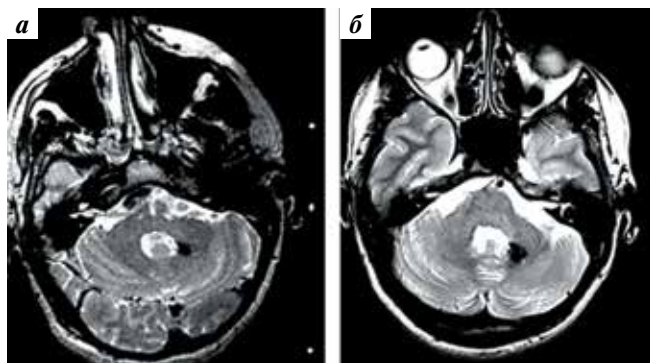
Магнитно-резонансная томография пациента В. со спонтанным исчезновением кавернозной мальформации: а – через 7 мес после кровоизлияния; б – через 1 год после радиохирургического лечения
